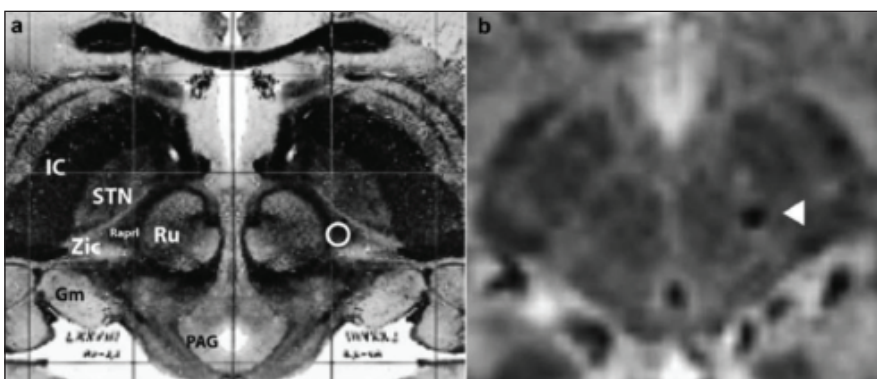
A. Corte axial de la región subtalámica 3.5 mm debajo del nivel AC-PC tomado del atlas de Schaltenbrand-Wahren, indicando el blanco de las Raprl (círculo). B. imagen axial de MRI tomada 4 mm debajo del nivel AC-PC, en el nivel del contacto usado como cátodo, en un paciente con electrodo en las Raprl (flecha). STN= núcleo subtalámico, Ru= núcleo rojo, Zic= zona incerta caudal, Raprl= radiaciones prelemniscas, Gm= cuerpo geniculado medial, PAG= sustancia gris periacueductal, IC= cápsula interna.
